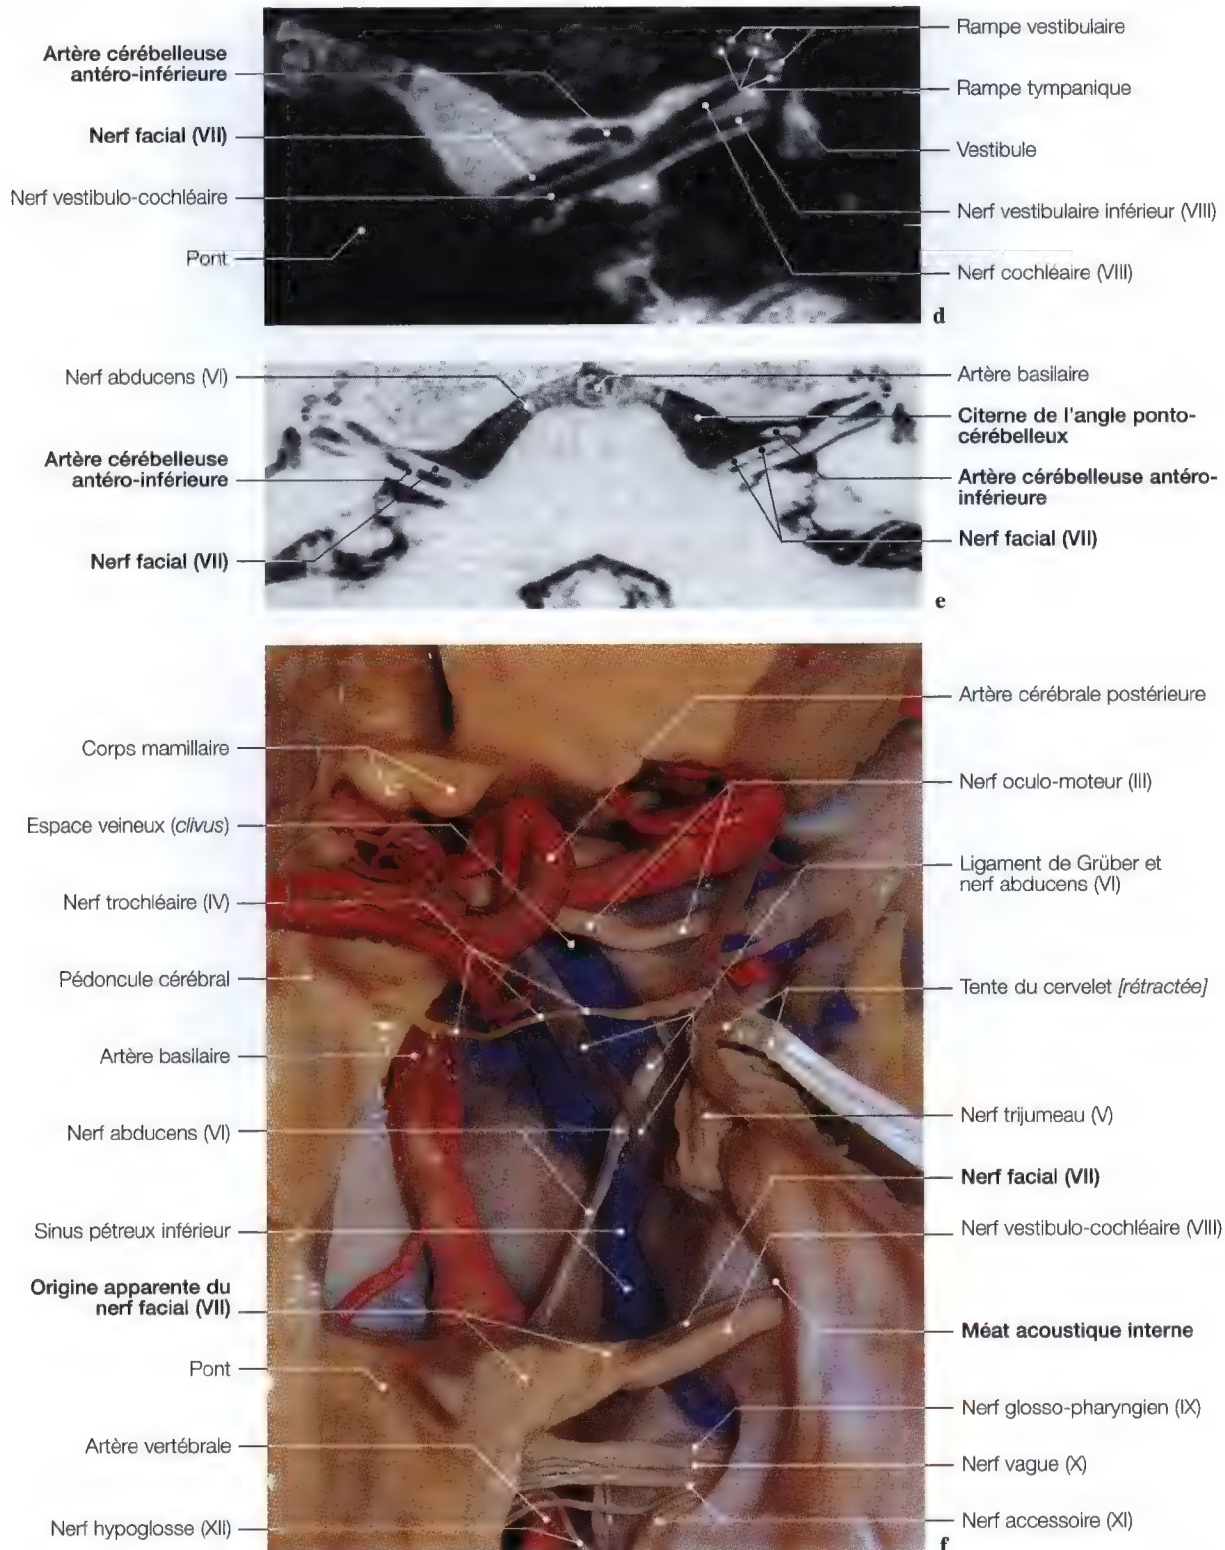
a-f. IRM en vues axiales (a-e) et frontales (b, c) visualisant l'origine apparente des nerfs facial et vestibulo-cochléaire; vue anatomique postérieure (f) du tronc cérébral pour l'origine apparente du nerf facial. (Vue anatomique: Pr. C. Sen, C. S. Chen, K. D. Post, *Microsurgical Anatomy of the Skull Base*, Thieme 1997; IRM: Dr. J.W. Casselman A.Z. St-Jan, Bruges, Belgique)
